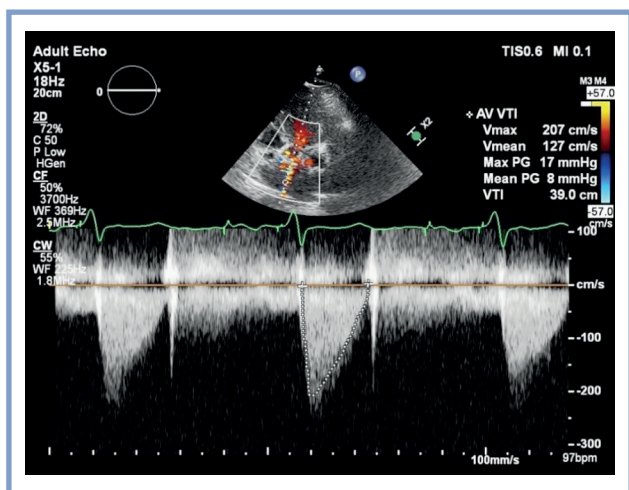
Эхокардиография после транскатетерной имплантации аортального клапана.
